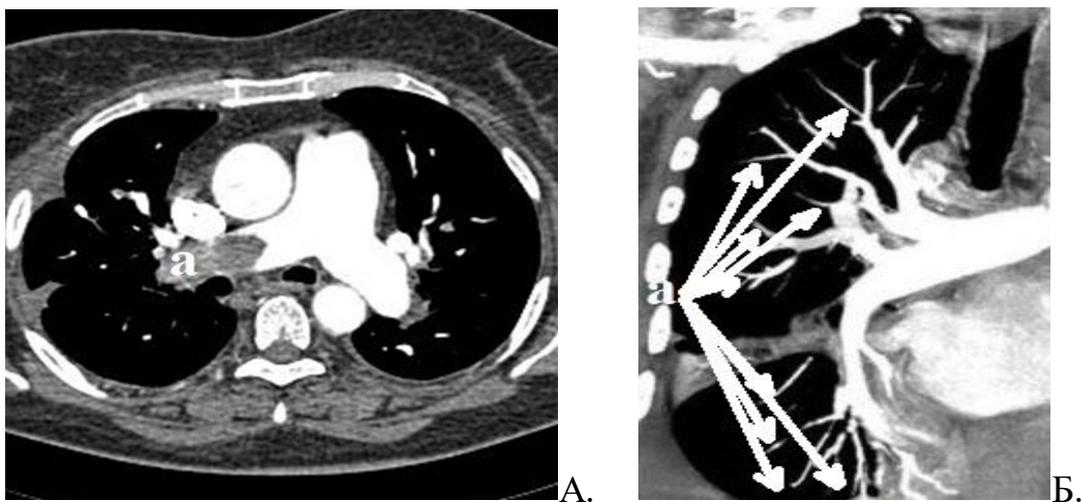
КТ-ангиопульмонограмма: Окклюзия тромботическими массами (а) правой главной легочной артерии (А), окклюзия десяти сегментарных артерий (Б) правого легкого.
